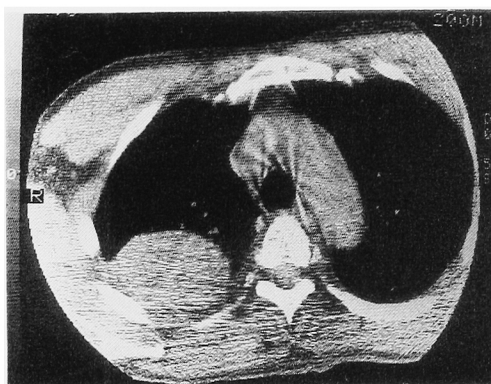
胸部 CT. 右上肺野に直径 7 cm の単発の転移巣を認める.
